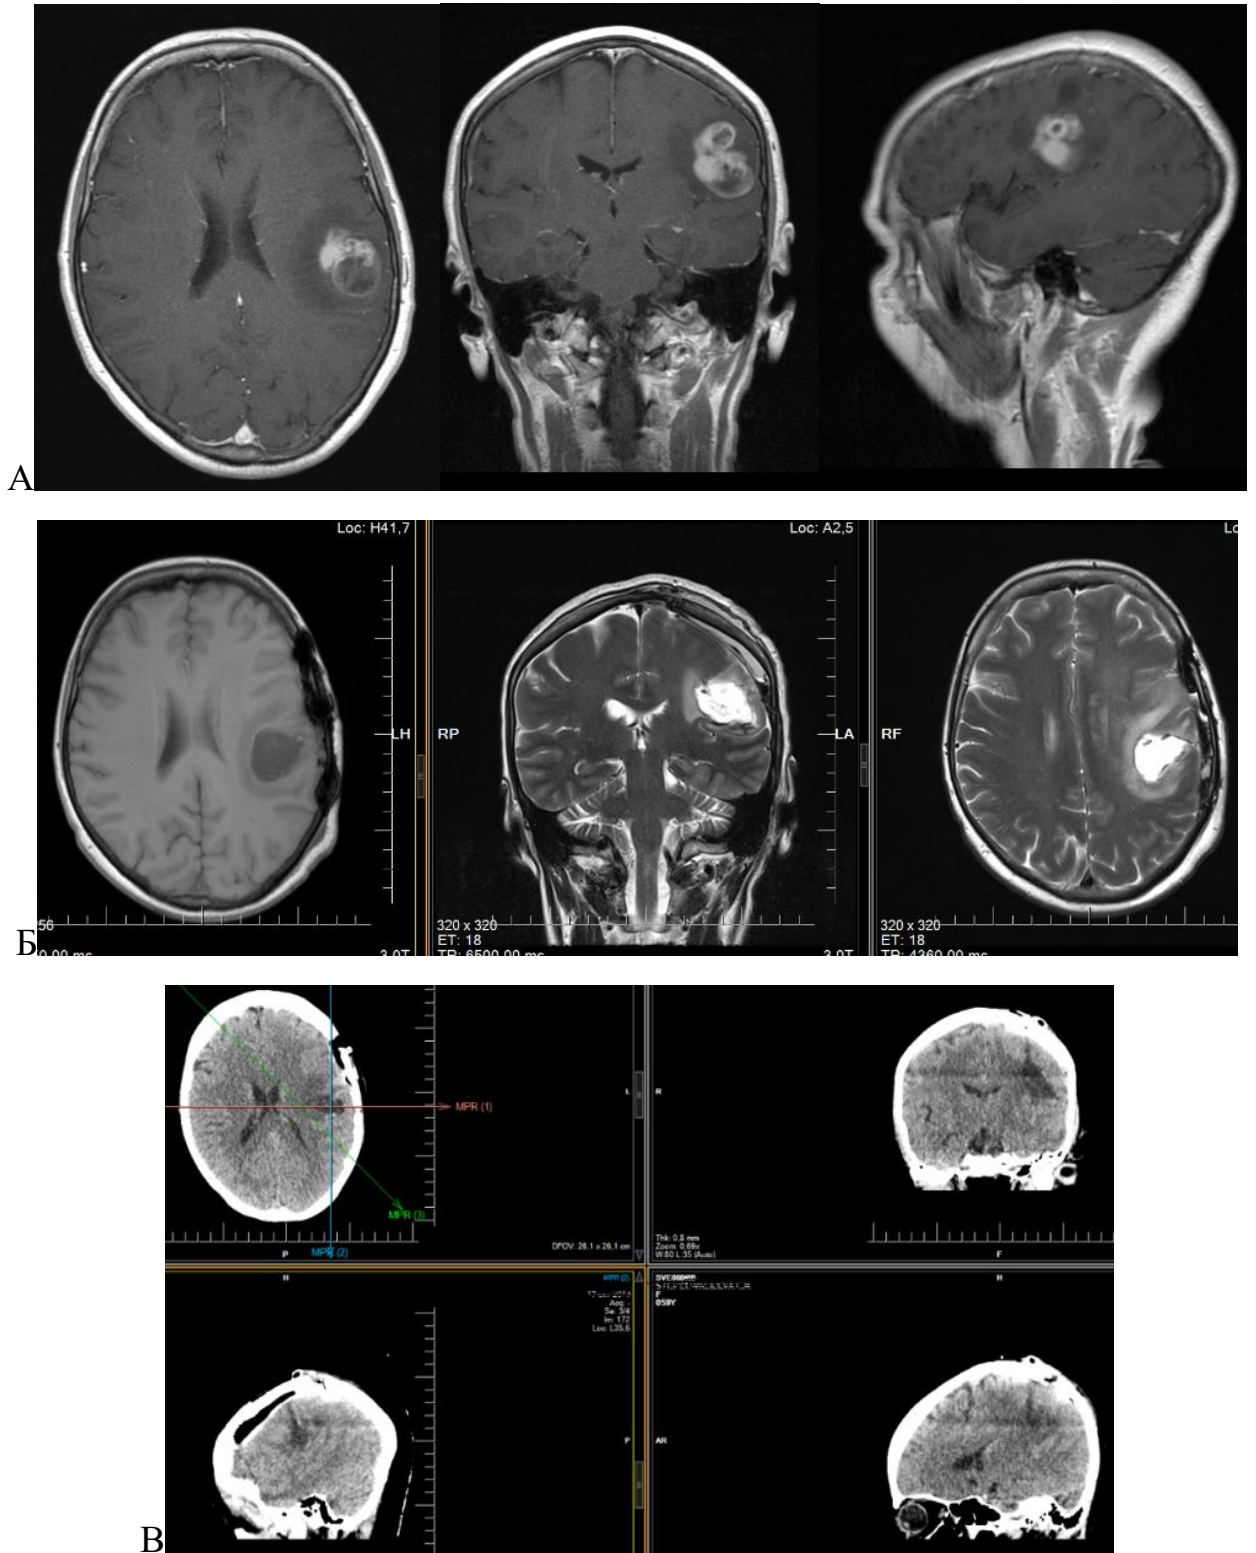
МРТ и МСКТ до и после операции
